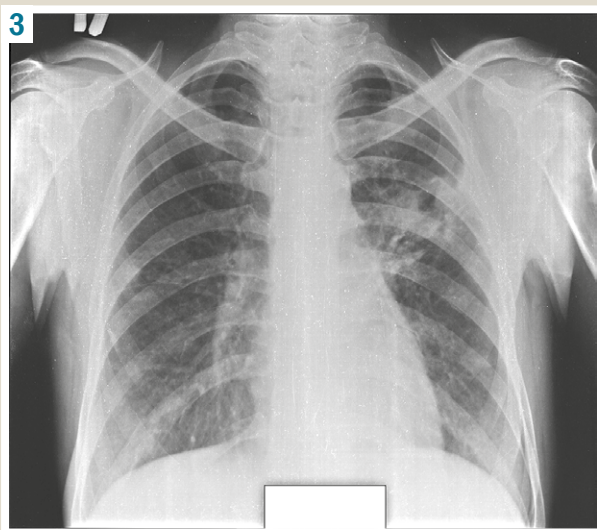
Chest X-ray from 05.11.2020: in the upper lobe of the left lung, partial resorption of infiltration with the formation of a tuberculoma 5.0 × 3.5 cm in diameter with a destruction of 3.0 × 1.5 cm in diameter. All around are foci, fibrosis, a path to the root. In S₂ of the right lung – partially resolved foci of contamination. The hila are dense. The sinuses are free.
